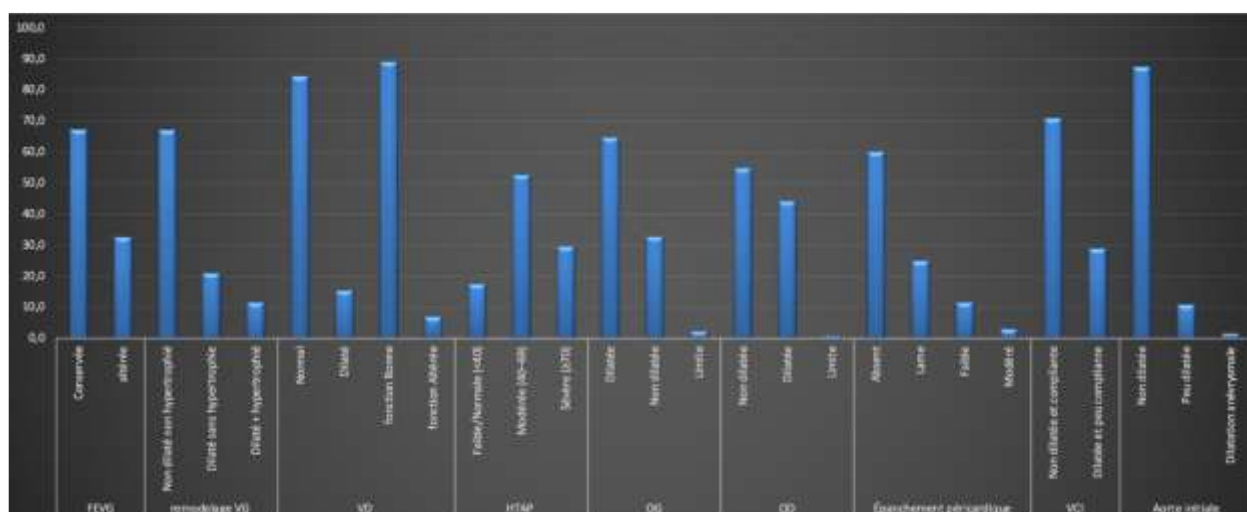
Retentissement échocardiographique de l'Ei .
